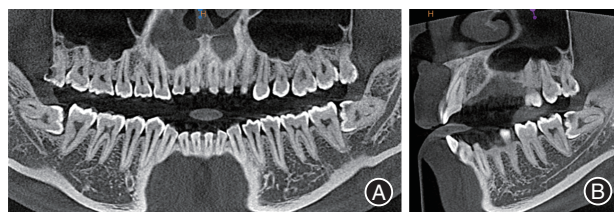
患者术前锥形束CT(CBCT)影像资料 A: 全景片, 38牙根贴近下颌神经管, 28牙根弯曲与上颌窦紧邻; B: 矢状位片, 38牙冠龋坏近髓, 28牙冠龋坏近髓。
